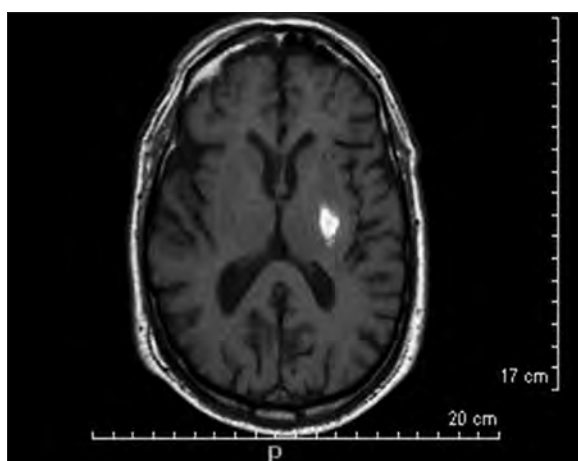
Resonancia magnética cerebral en secuencias de Espin-Eco ponderado en T1, que muestra una lesión hiperdensa en la cápsula interna compatible con una pequeña hemorragia cerebral en un paciente con hemiparesia motora pura.
